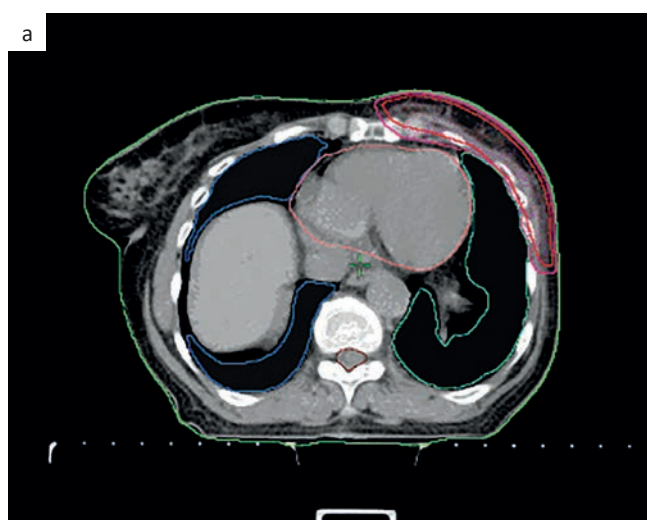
Аксиальные срезы топометрической компьютерной томографии пациентки С. Оконтурены органы риска: левое лёгкое (зелёная линия), правое лёгкое (синяя линия), сердце (розовая линия), а также объёмы CTV (малиновая линия) и PTV (красная линия) (мягкие ткани передней грудной стенки слева)
